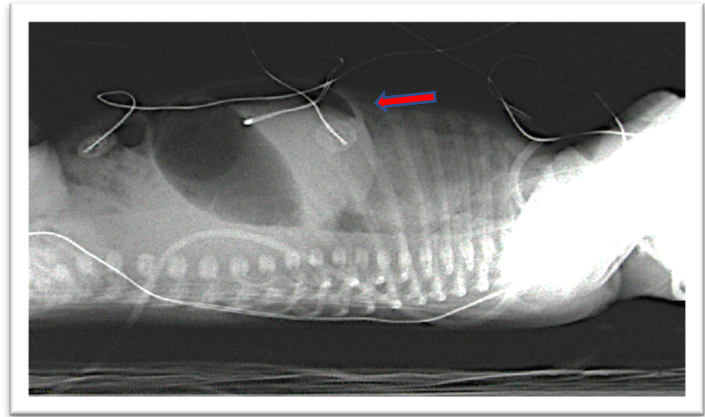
Radiografía lateral de un neumoperitoneo (flecha) en un lactante con ECN. Fuente: Hong et al.²⁰
